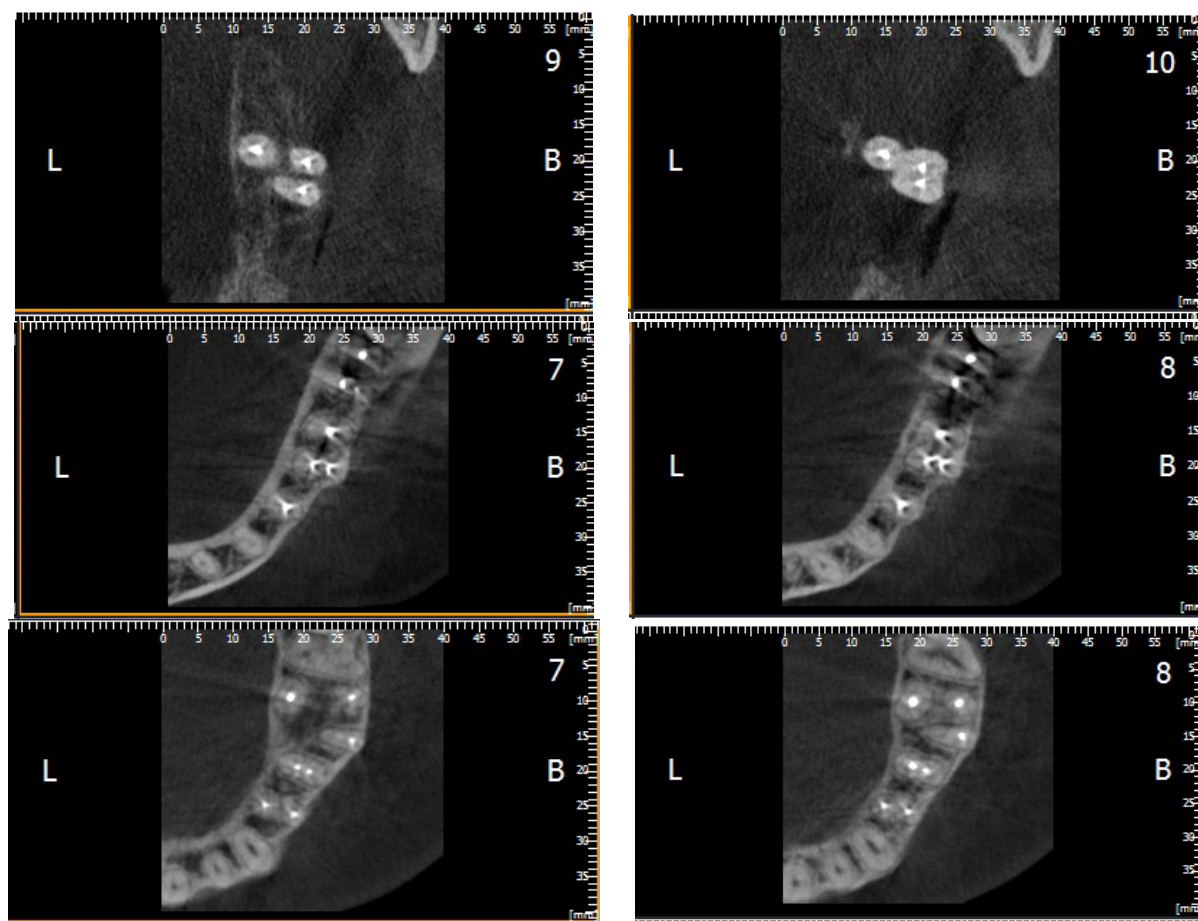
Рентгенологический контроль трехмерности заполнения корневых каналов
